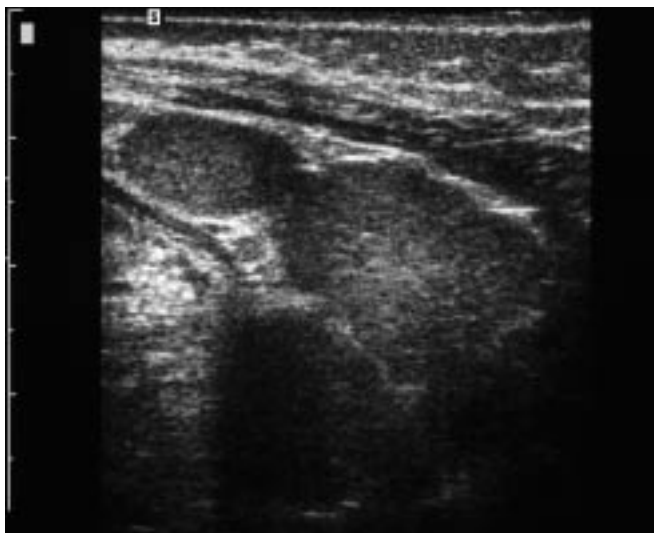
Polysplénie associée à un situs inversus abdominal et à une cardiopathie (oreillette unique). Présence en échographie de plusieurs petites rates dans l'hypochondre droit. Absence de tissu splénique dans l'hypochondre gauche.
